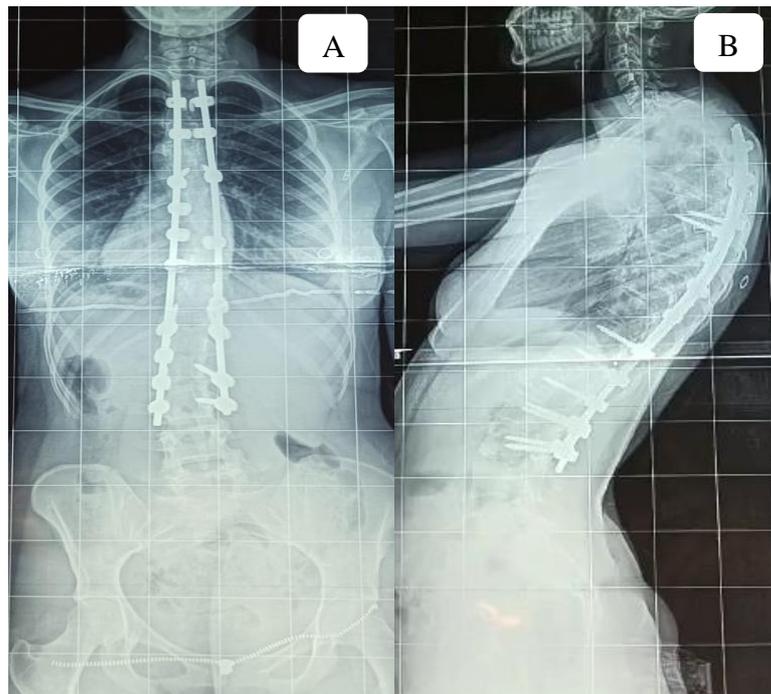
Radiographie de contrôle après 3ans et demi de recul : A) de face, B) de profil
